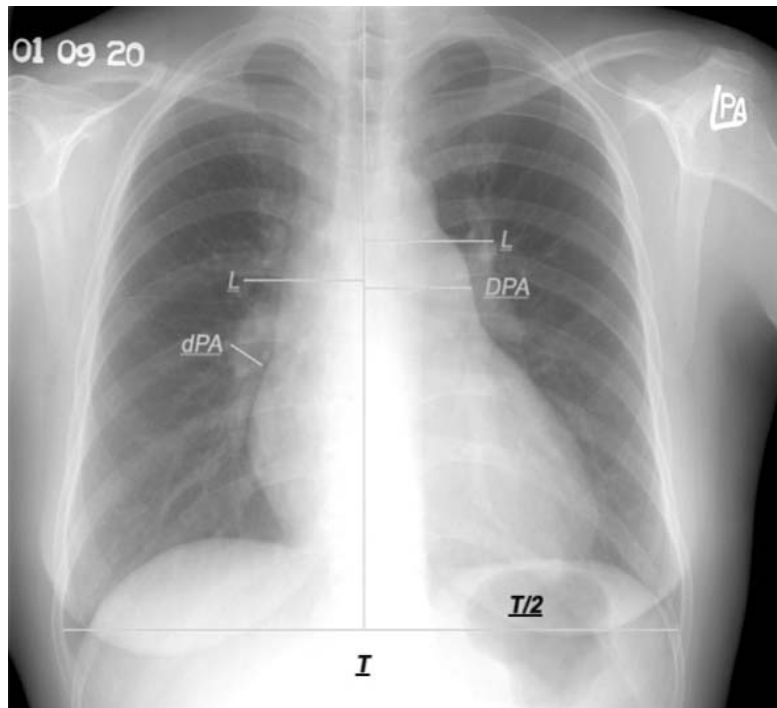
Sites of measurement in chest radiograph of idiopathic pulmonary arterial hypertension patient. DPA, width of the main pulmonary artery from the midline; L, the union of the external border of the upper lobe artery with the pars interlobaris; dPA (mm), width of the descending branch of the right pulmonary artery; T, width of thorax; T/2, half width of thorax
